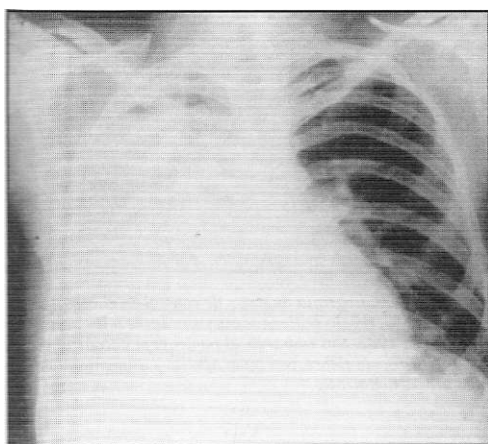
Radiografía de control en el caso 3, en abril de 1987. Muestra loculación del empiema con nivel hidroaéreo en el ápex del lado derecho.
